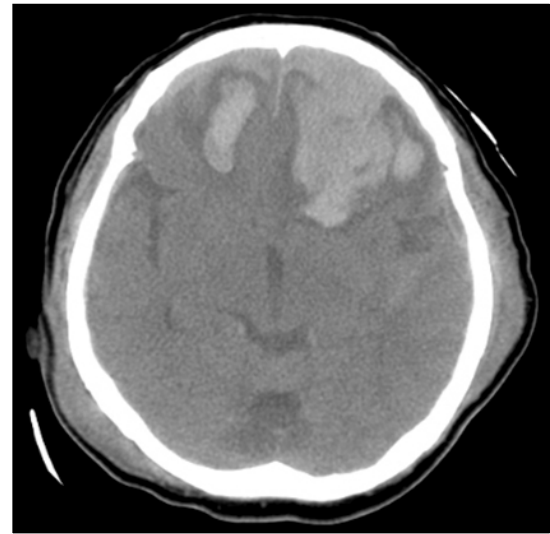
Precontrast brain computed tomography shows multiple contusional hemorrhage in both frontal and left temporal lobe.
